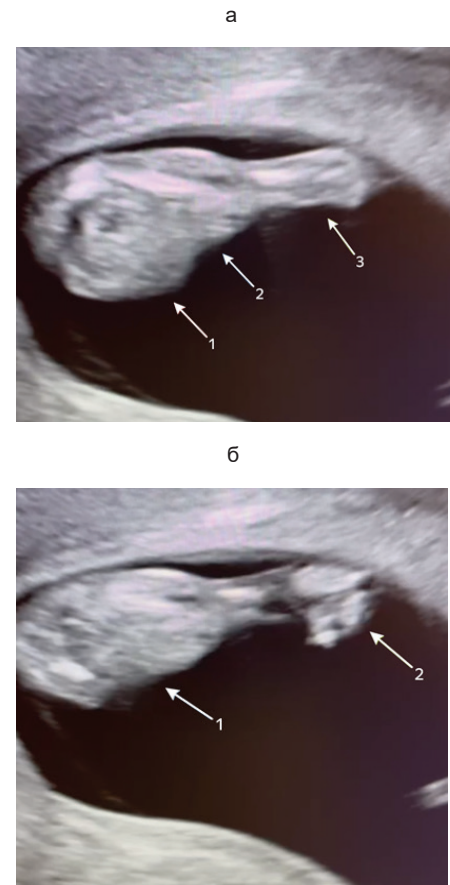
УЗИ I триместра (случай 2): а) 1 – голова плода, 2 – туловище плода, 3 – единая сросшаяся нижняя конечность (визуализируются отдельные кости бедра); б) 1 – туловище плода, 2 – деформация стоп
